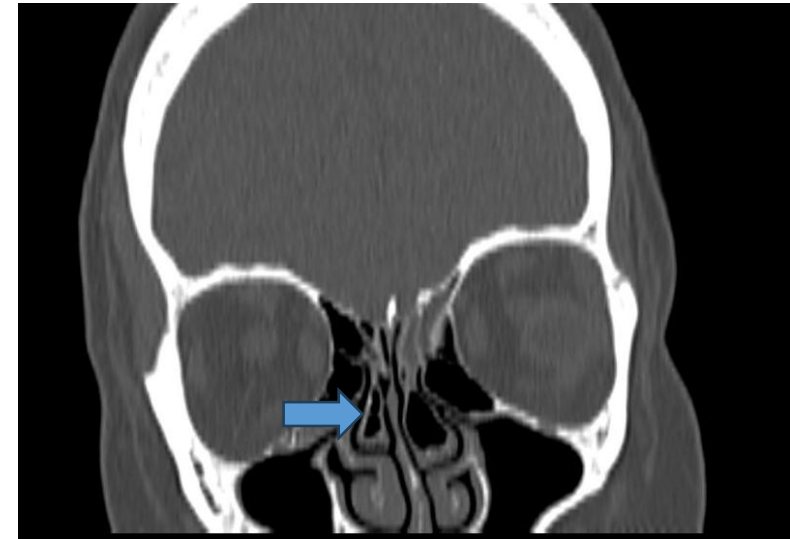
TC craneal reconstrucción coronal, mostrando ejemplo de conchas bullosas bilaterales.
